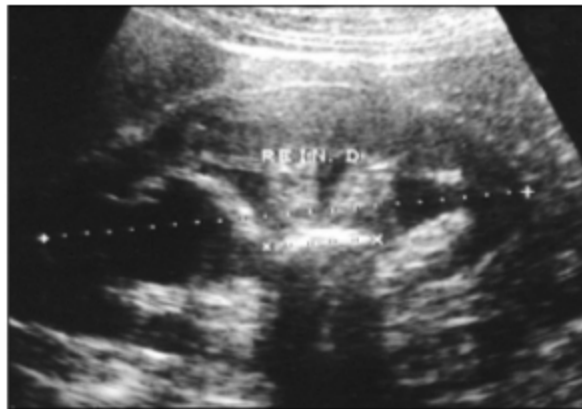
Échographie montrant un calcul pyélique avec cône d'ombre postérieur et une dilatation des calices.
